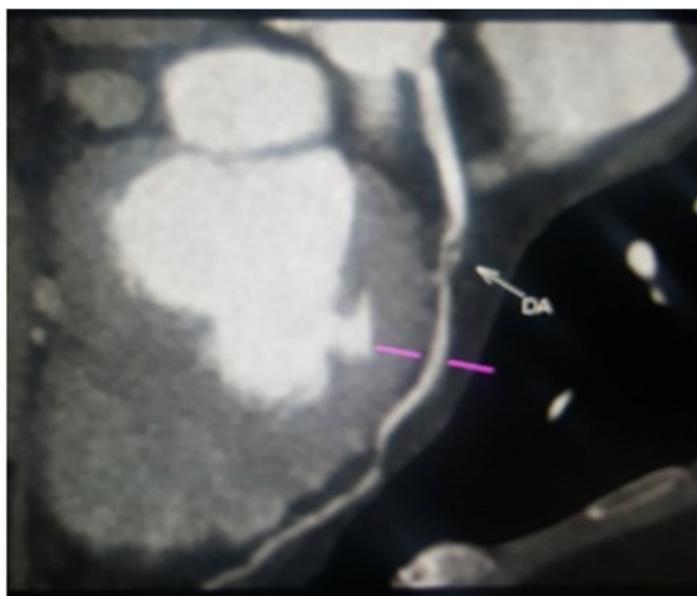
Angiotomografia realizada em 2019; Reconstrução em 2D da artéria coronária descendente anterior (DA); Nota-se, conforme seta branca, severa placa aterosclerótica mista, predominantemente não calcificada no terço proximal da DA, com redução luminal severa. Listras lilás: marcador para corte axial da artéria coronária. Fonte: Autores.
